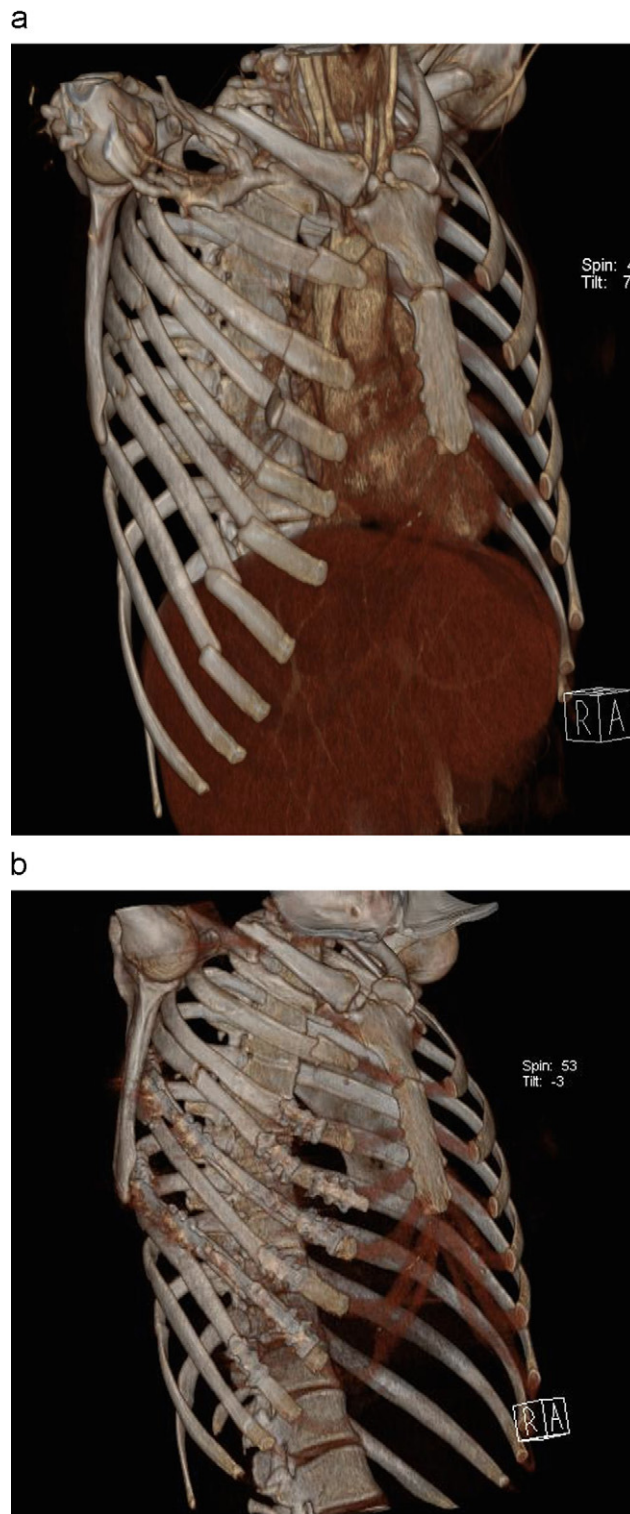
Deformidad pared torácica: a) TC tórax. Estudio preoperatorio, b) TC tórax. Estudio postoperatorio.
